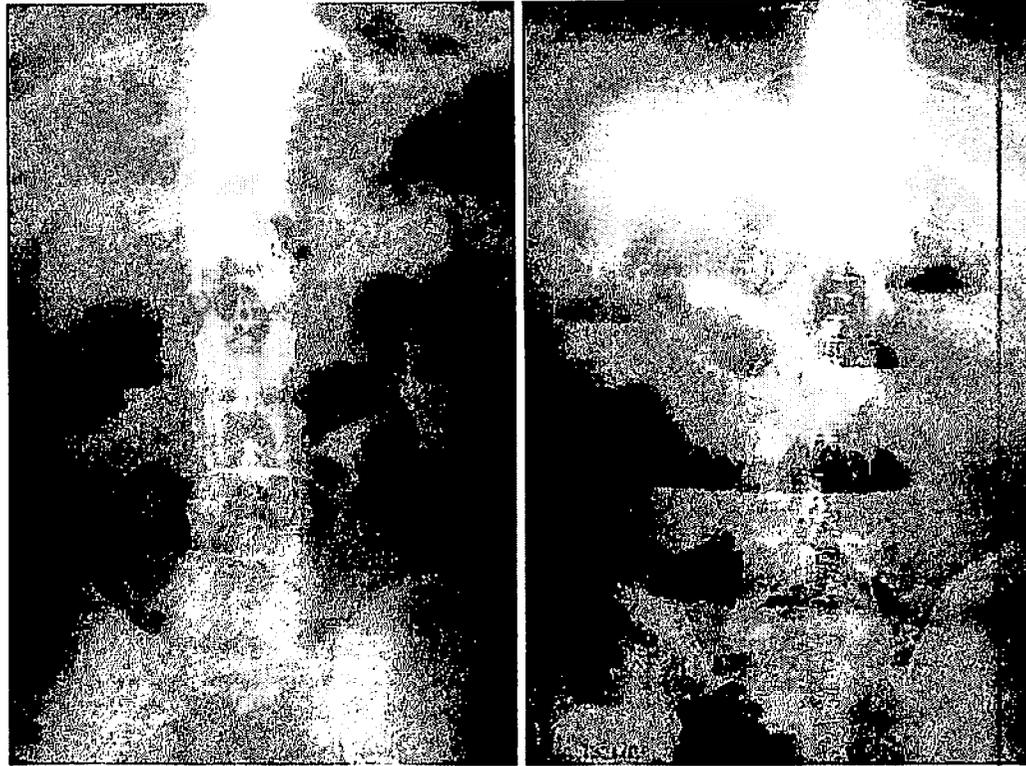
Oclusión del intestino delgado, como causa de vómitos de instauración aguda. a) Asas del intestino delgado dilatadas a distintos niveles. b) En bipedestación se aprecian niveles hidroaéreos. La radiografía permite observar los clips metálicos de una laparotomía reciente (obstrucción por brida postoperatoria).
